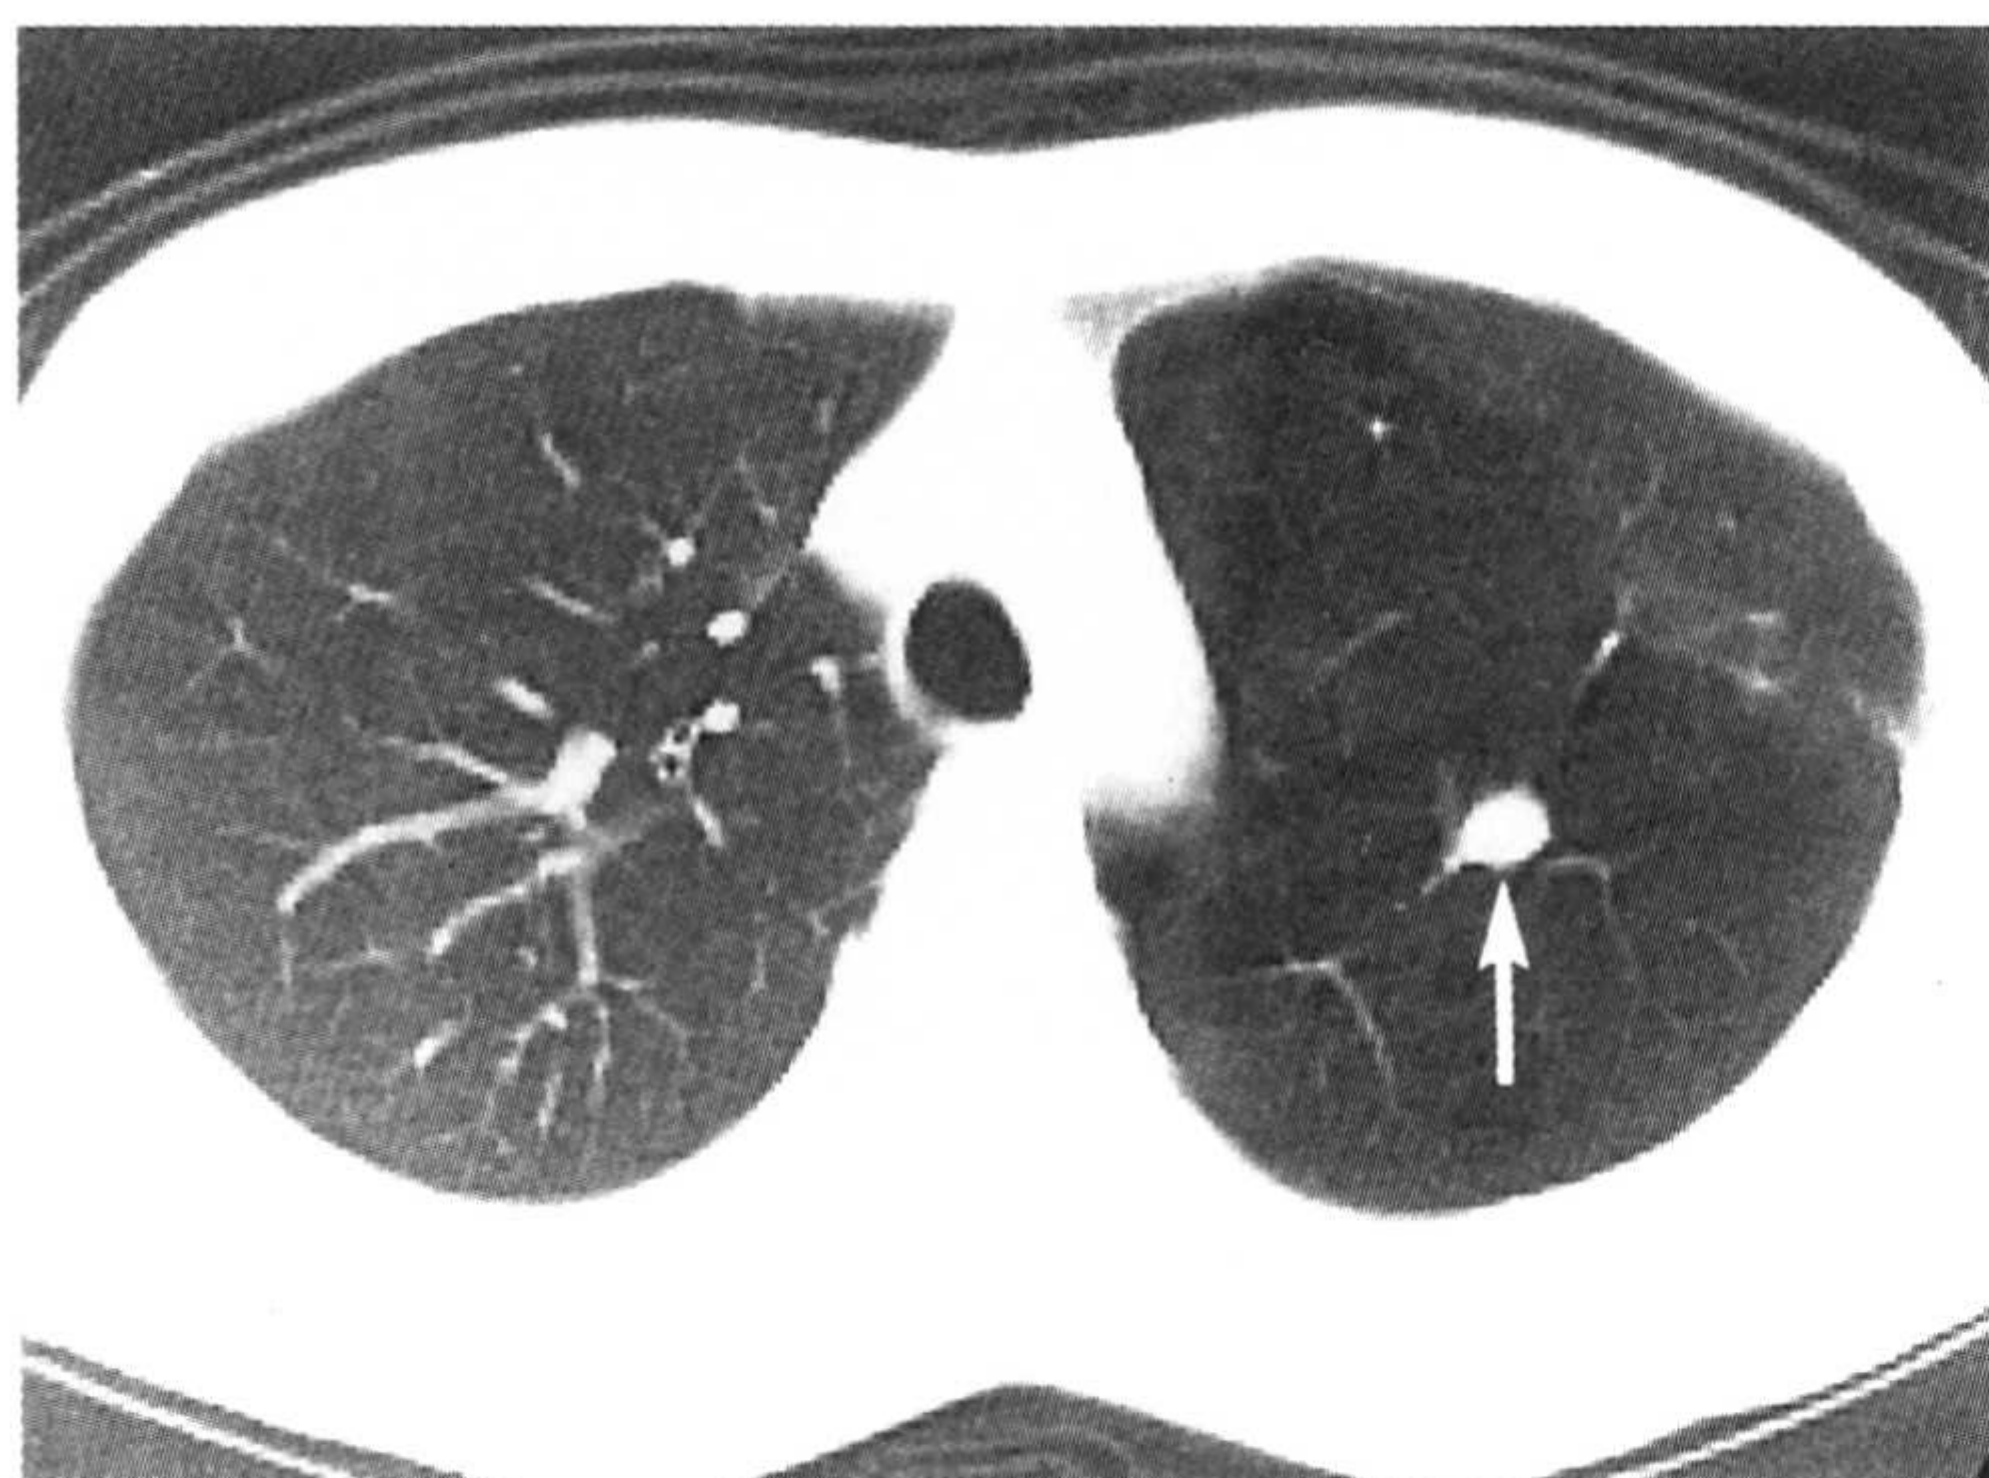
支气管闭锁。CT 平扫肺窗示左上叶尖后段低密度区,其内相当气道的部位可见圆形影,考虑为充满黏液栓的扩张支气管。
